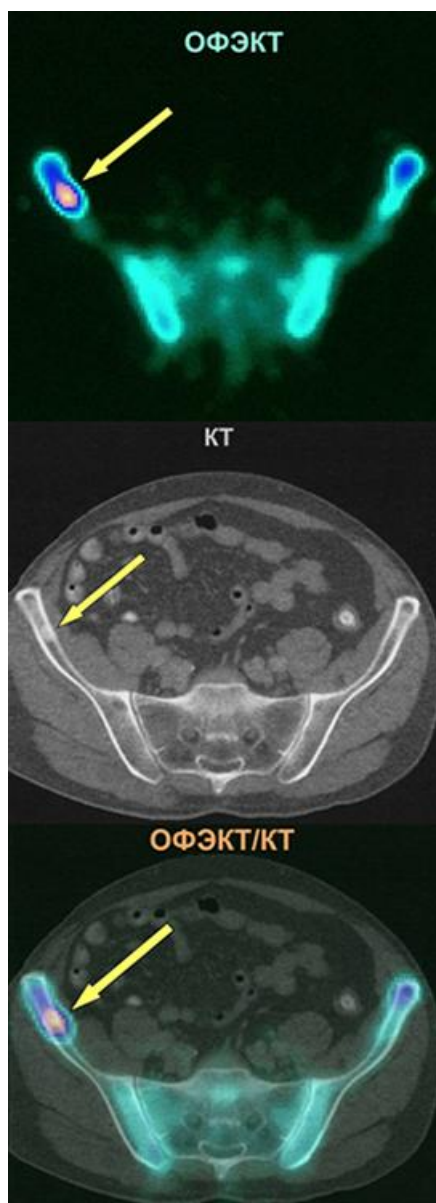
Сравнение ОФЭКТ и КТ изображений и совместное ОФЭКТ/КТ изображение
